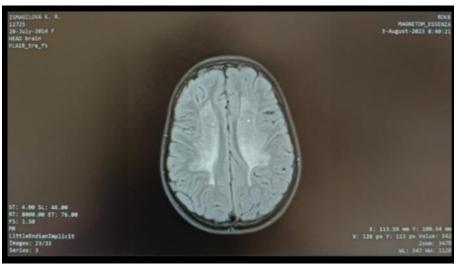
Пациентка К. 9 лет, MPT режим FLAIR.
